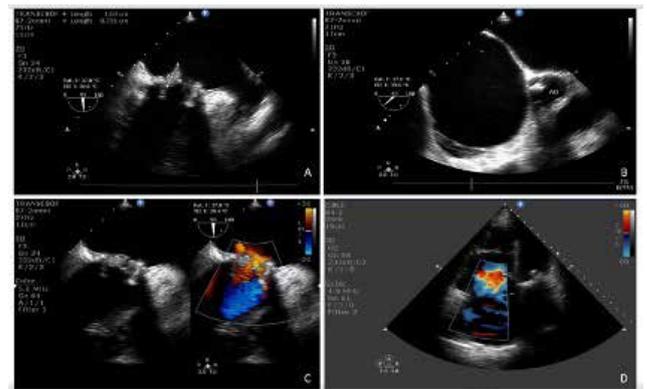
Ecocardiograma transesofágico pré-operatório A) Espessamento dos folhetos da valva mitral. B) Aumento de ventrículo direito. C) Estenose mitral demonstrando regurgitação pelo Collor. D) Insuficiência tricúspide.
